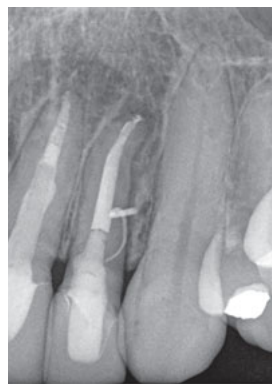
Fall 1 – Orthoradiale (a) und exzentrische (b) Röntgenaufnahme von Zahn 22 mit Guttaperchastift im Fistelgang.
